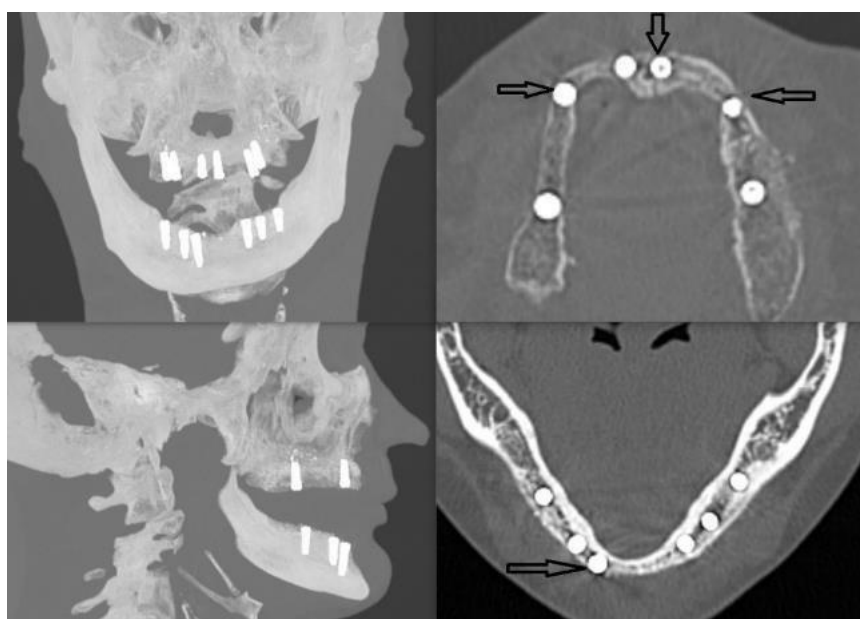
МСКТ через 6 месяцев: стрелками указаны зоны резорбции.
